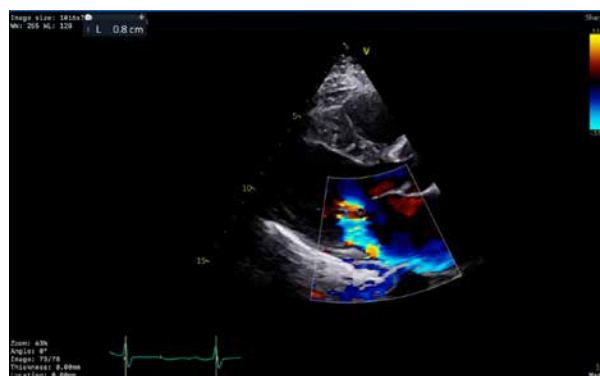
TTE secțiune parasternal ax lung, Doppler color – Insuficiență mitrală cu jet excentric spre peretele posterior al AS
